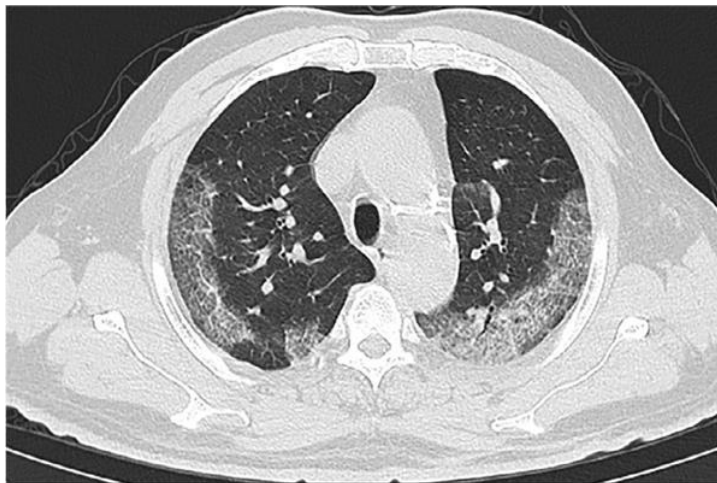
Imaginea CT toracică axială a unui bărbat în vârstă de 74 de ani, cu pneumonie COVID-19. Plămânul este un organ mai radiotransparent, apare cu o nuanță de gri întunecată, aproape de negru. În timp ce diferitele organe, țesut variază de la negru până la alb (de exemplu pneumonia COVID-19 afectează tractul respirator și aceasta apare mai deschis) (14)
